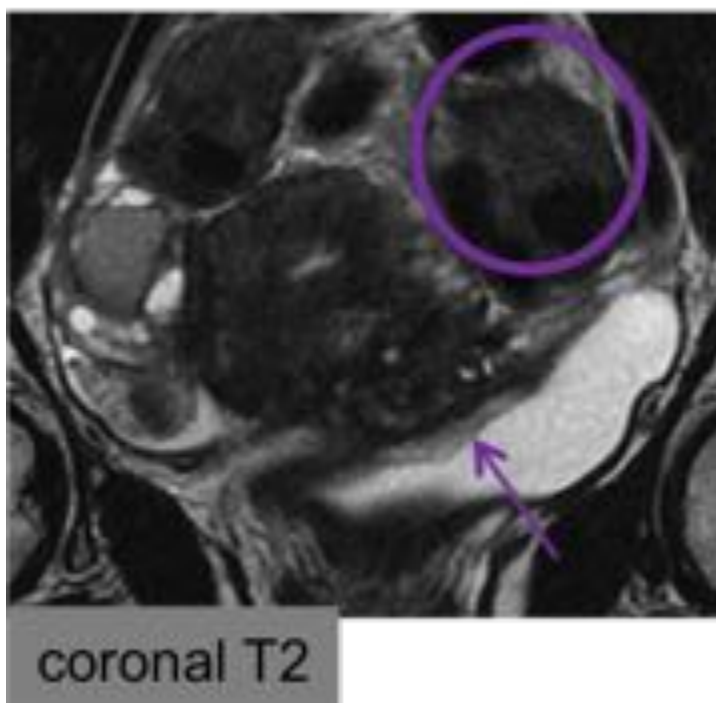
EP intestinal. Utilidad preparación intestinal_RM sin
